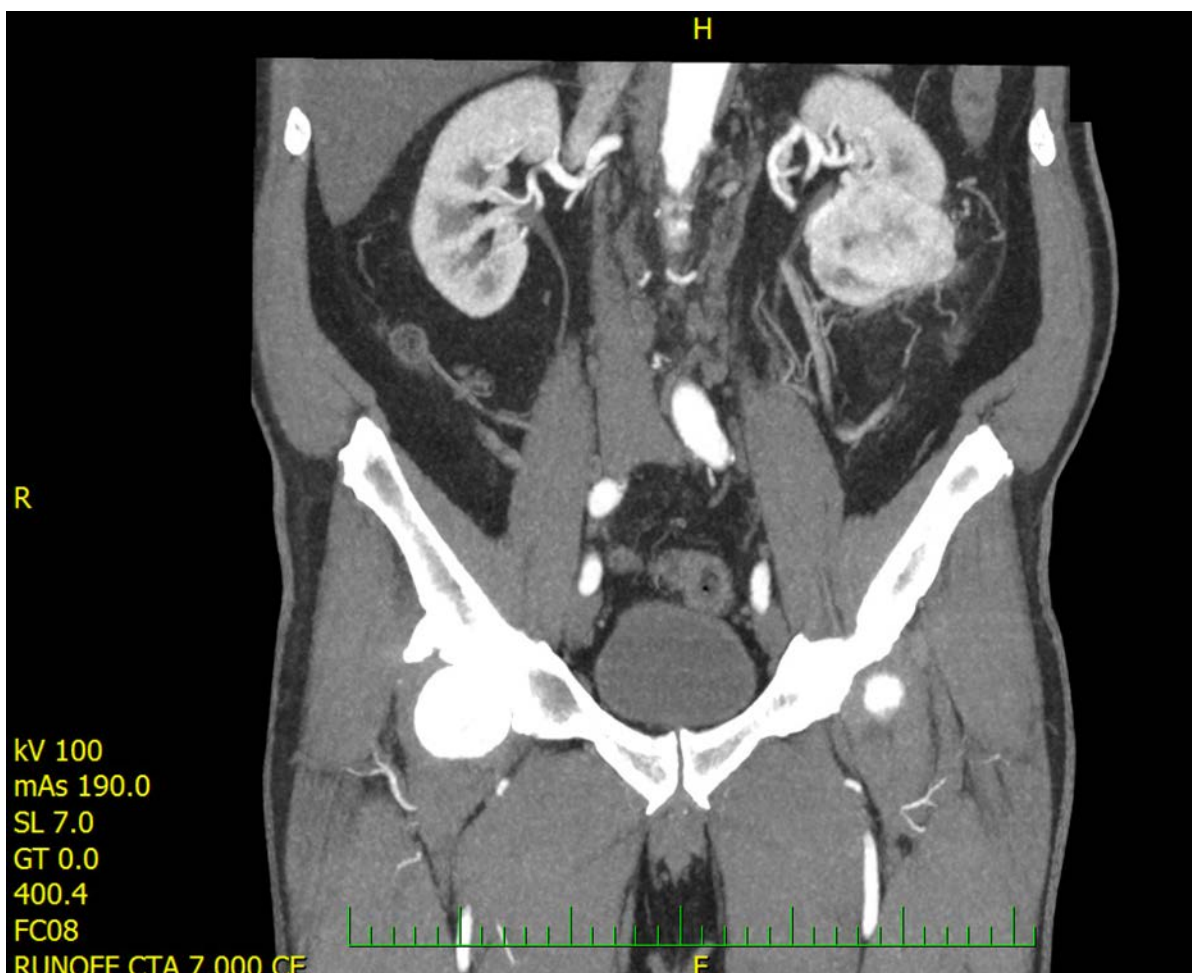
CT zobrazující nádor levé ledviny
